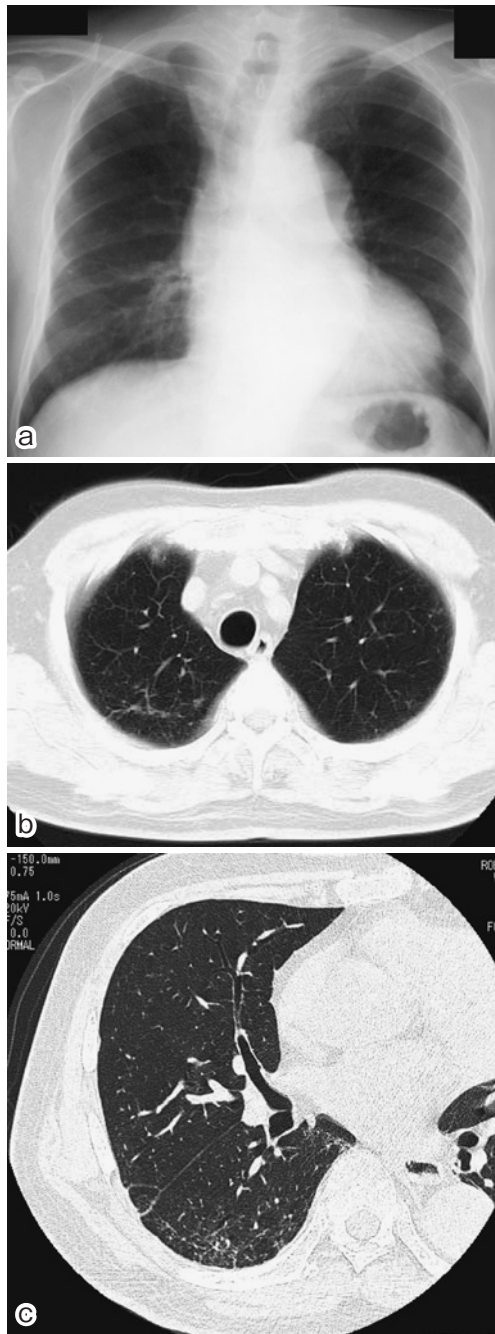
a: Chest roentgenogram after 3 month shows a slightly reticular shadow in the right lower lung field. b, c: Chest CT and HRCT after 3 month shows a slightly reticular shadow in the right lower lung field.
